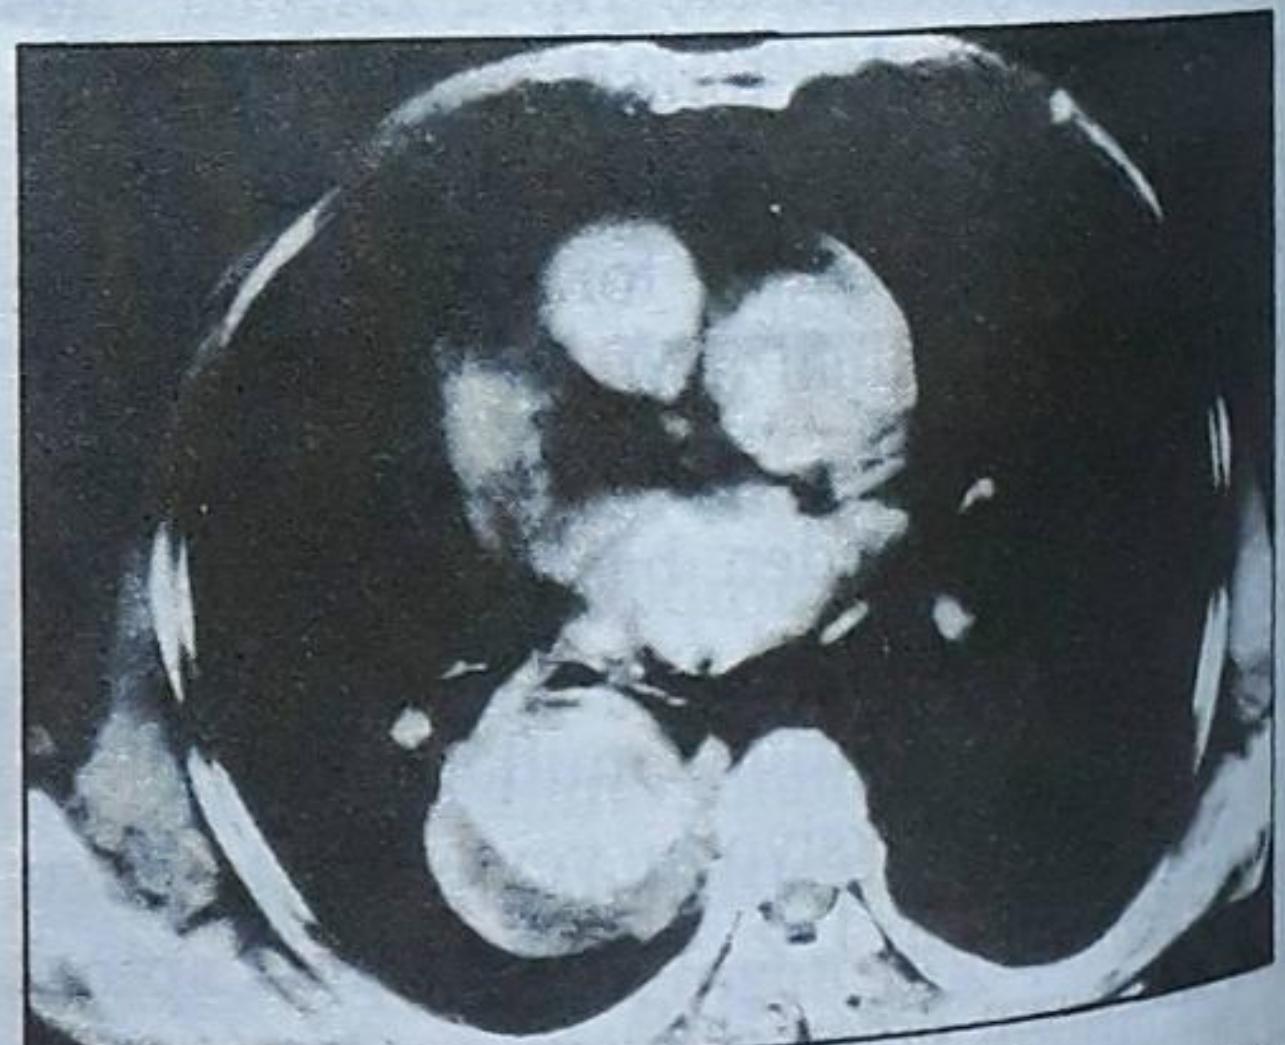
Torakoabdominal aort anevrizmali bir olgumuzun kontrast bilgisayarlı tomografisi.
